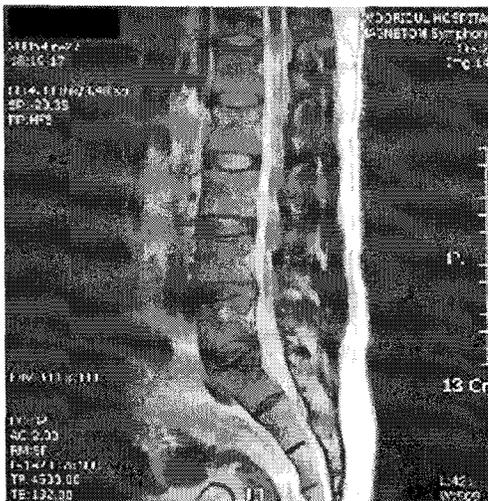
L-spine MRI (2005. 06. 27) after Surgery (sag. axi.)
